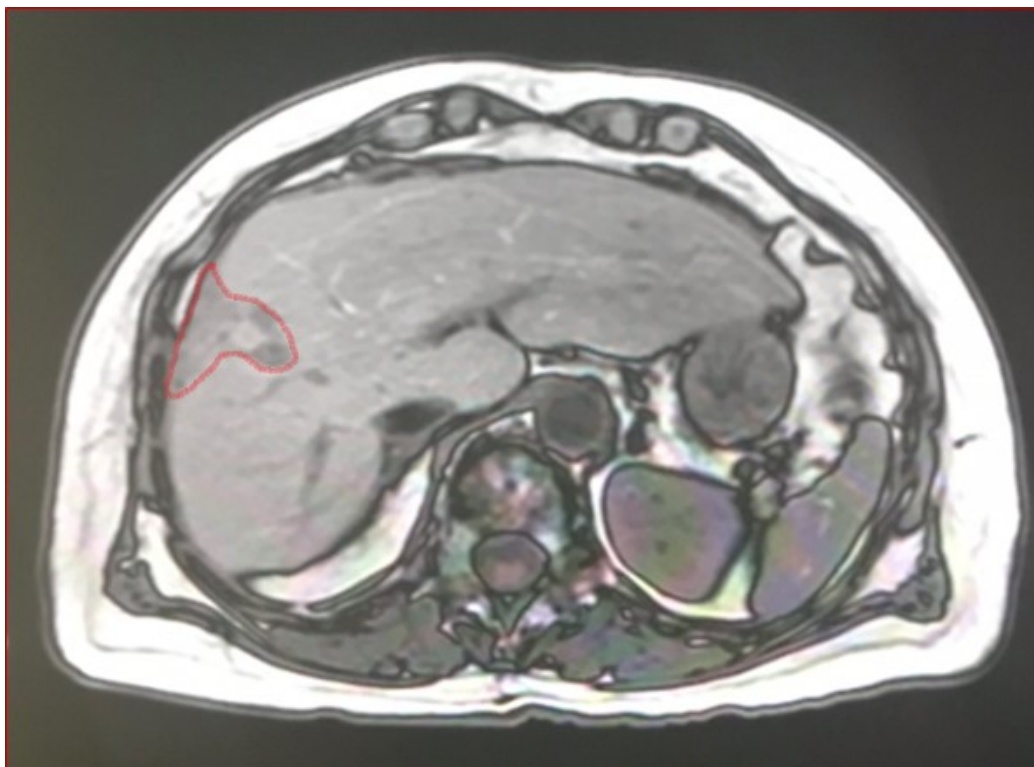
MRT-Aufnahme vor der ersten MWA-Therapie. Tumorähnliche Veränderungen sind rot markiert. (Kontrastmittelverstärkt, TR/TE 170/1.23)
